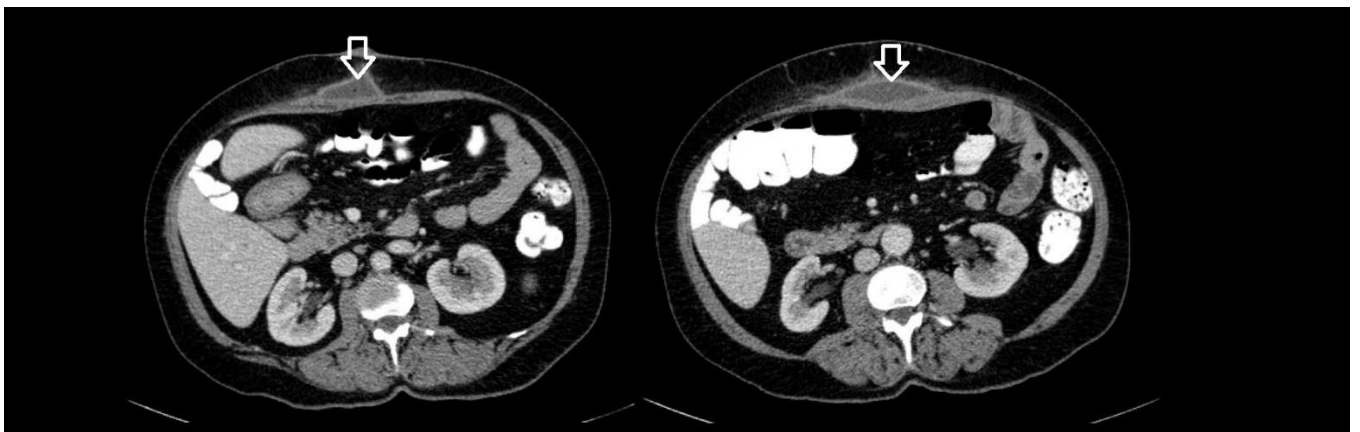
КТ-картина абсцесса передней брюшной стенки пациентки Б.
